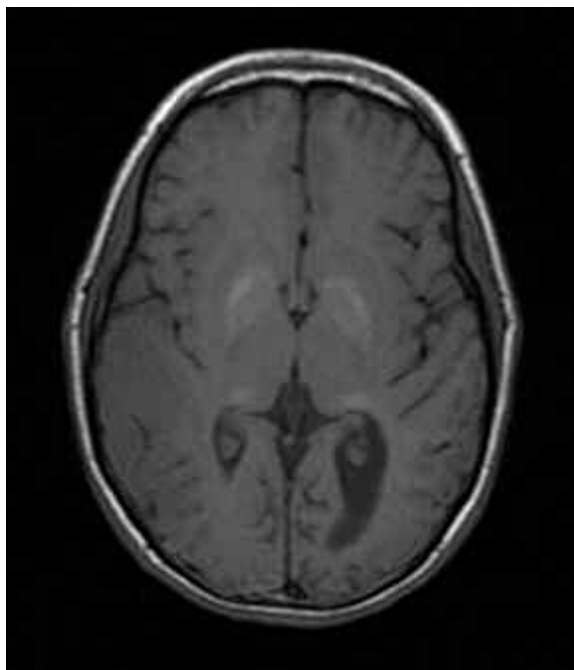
RM de cerebro sin contraste, cortes axiales secuencias ponderadas T1. Vease la hiperintensidad bilateral y simétrica en ganglios basales y pulvinares (pulvinares sing).
